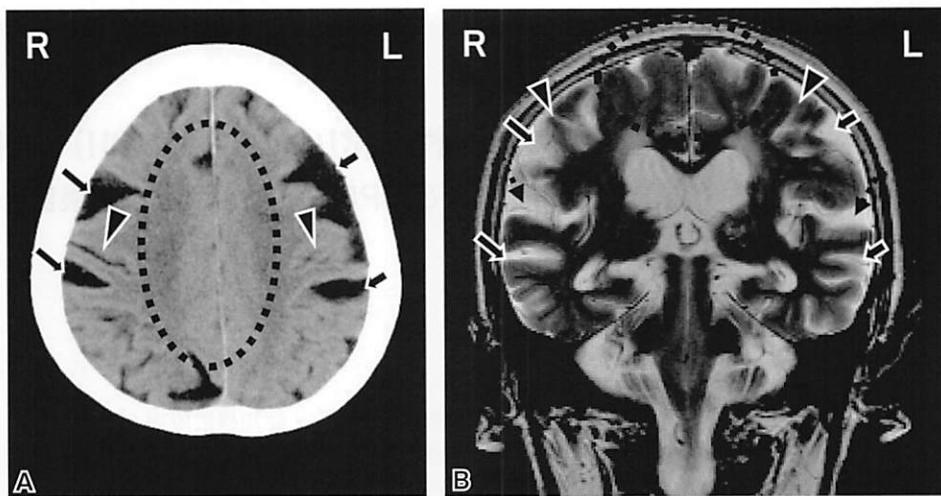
頭部CT(水平断)と頭部MRI(冠状断)の比較
